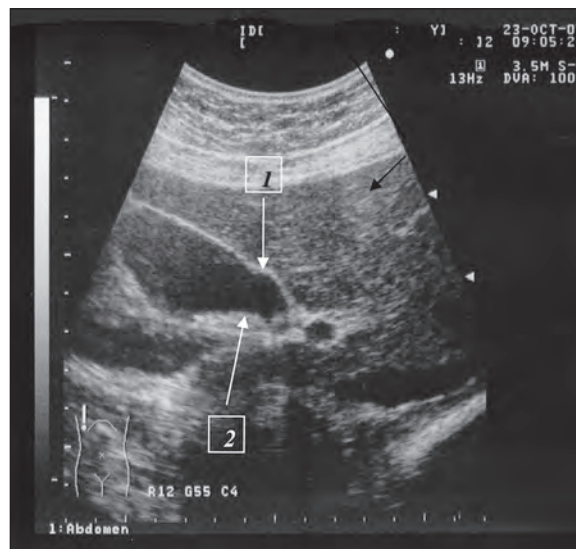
УЗИ. Диффузно-сетчатая форма холестероза ЖП: 1 — утолщение стенки ЖП; 2 — билиарный слагдж
